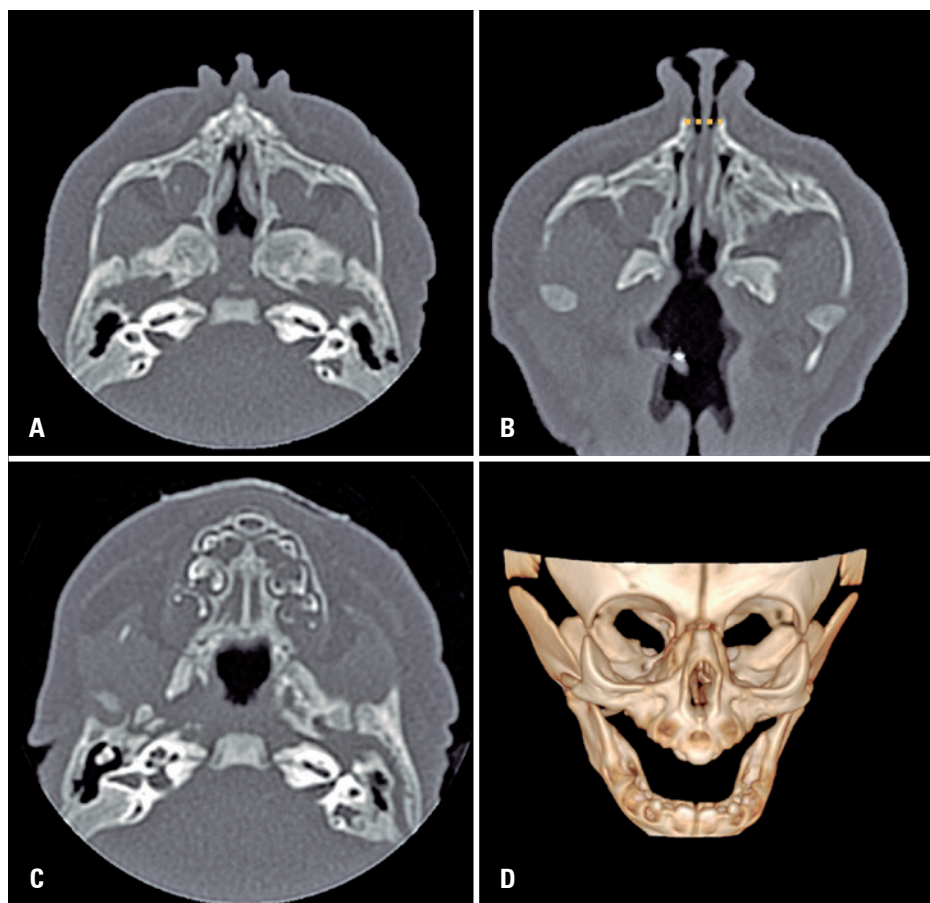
Tomografia computadorizada dos seios paranasais em cortes axiais. (A) Coanas livres, sem atresia. (B) Espessamento e medianização bilateral e simétrica do aspecto anterior da maxila, o que determina acentuado estreitamento da abertura piriforme (linha pontilhada, mede cerca de 0,6cm, valor normal = 1,1cm). Esse aspecto de imagem é compatível com estenose congênita da abertura piriforme. (C) Megaincisivo central único em situação mediana na maxila e palato duro com configuração triangular, ambos achados frequentes na estenose congênita da abertura piriforme. (D) Reconstrução tridimensional evidencia o estreitamento da abertura piriforme e o megaincisivo central único
